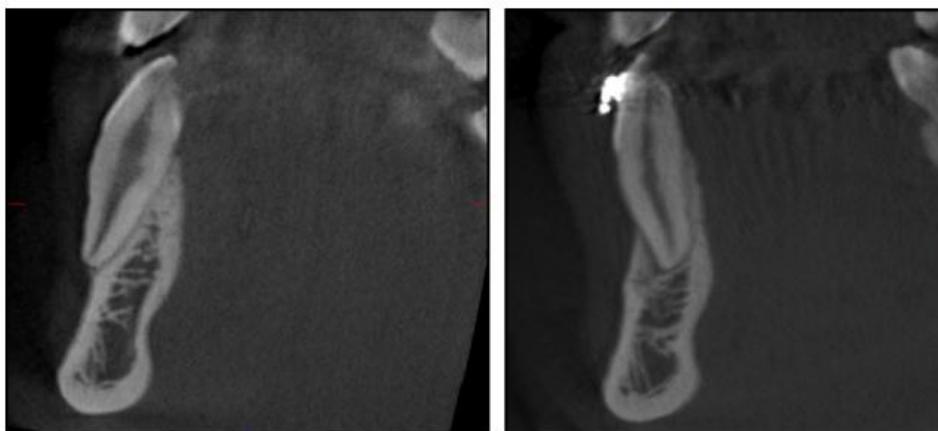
Seções reformatadas de tomografia cônica do feixe computado do canino antes do recuo e antes do fim do retiro
